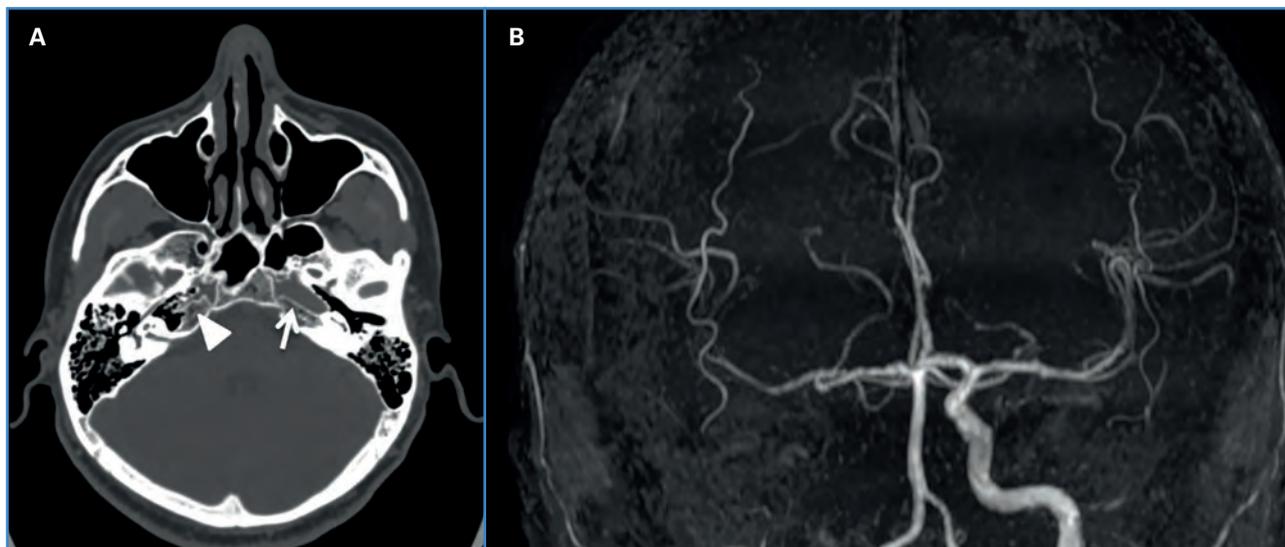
TAC simple de cráneo en ventana ósea (A) y reconstrucción 3D de angio-RM de vasos cerebrales con técnica TOF-3D (B). En la imagen A no logra identificarse el canal carotídeo derecho (triángulo). En la imagen B se corrobora la agenesia de la arteria carótida interna derecha.
